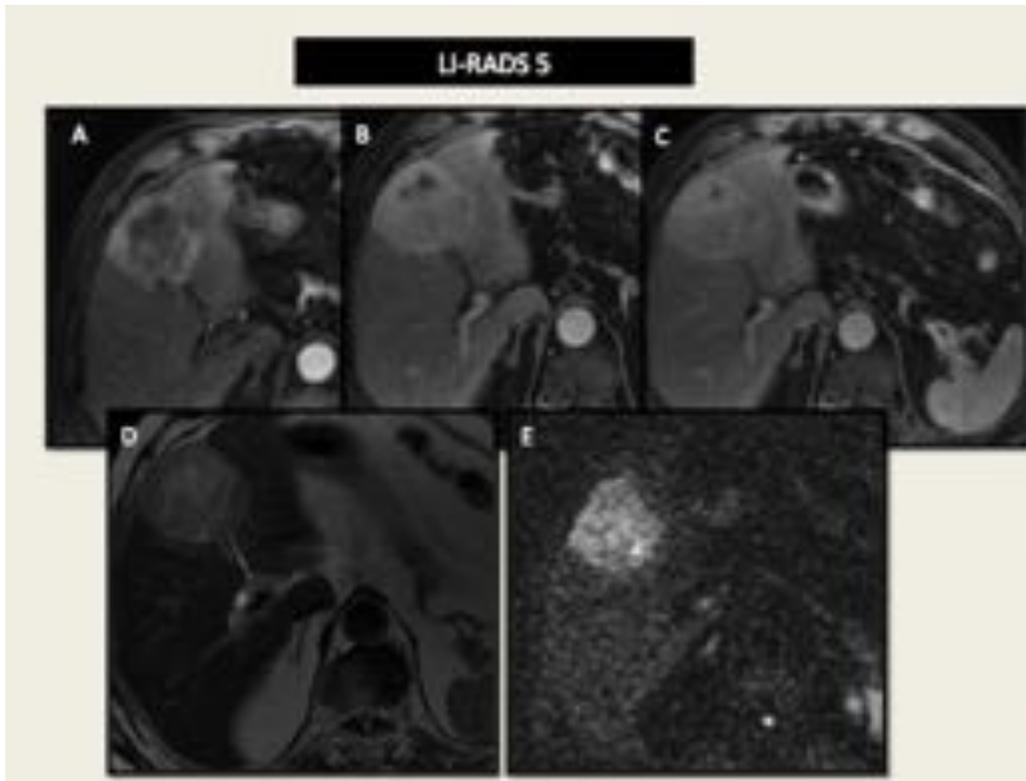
RM con secuencias potenciadas en T1 con civ en fase arterial y portal. Masa en segmento IV de 70 mm con realce arterial de predominio periférico (A), sin claro lavado en fase portal (B) y pseudocápsula en fase tardía con imagen de "nódulo in nódulo" (B y C). Es moderadamente hiperintensa en T2 (D) y restringe en difusión (E). Categoría LR 5 porque tiene realce arterial, mide > 2 cm y presenta pseudocapsula.
